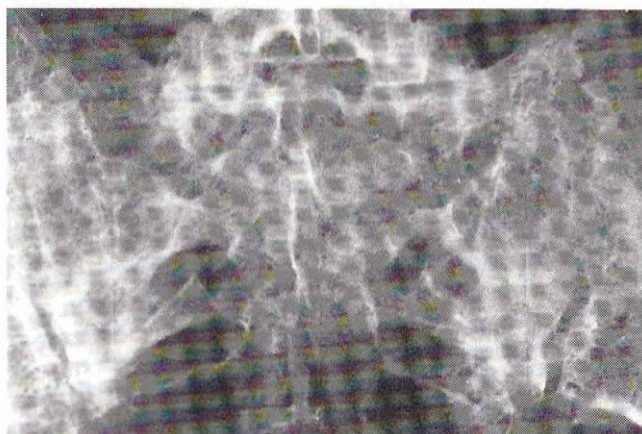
Case 11. a) Scintigraphic image of posterior surface of pelvis showing (hollow arrow) hyperfixation of right part of sacrum, and (curved arrow) a band of hyperfixation of right iliac wing directed downwards and inwards. b) Radiographic image of pelvis 2 months later and confirming these two fracture lines.
